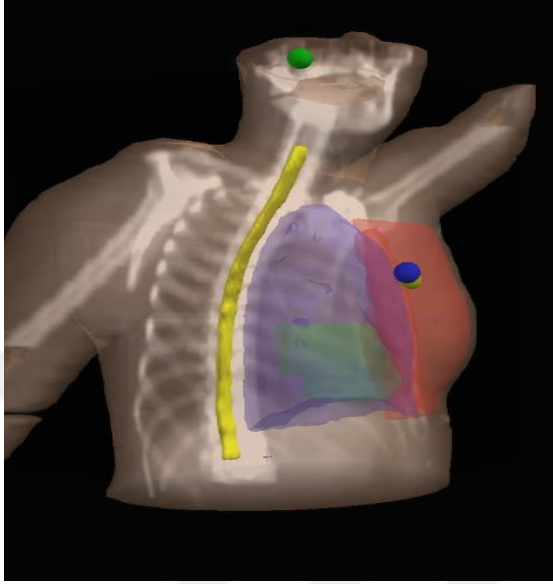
BT- sim set-up pozisyonu
